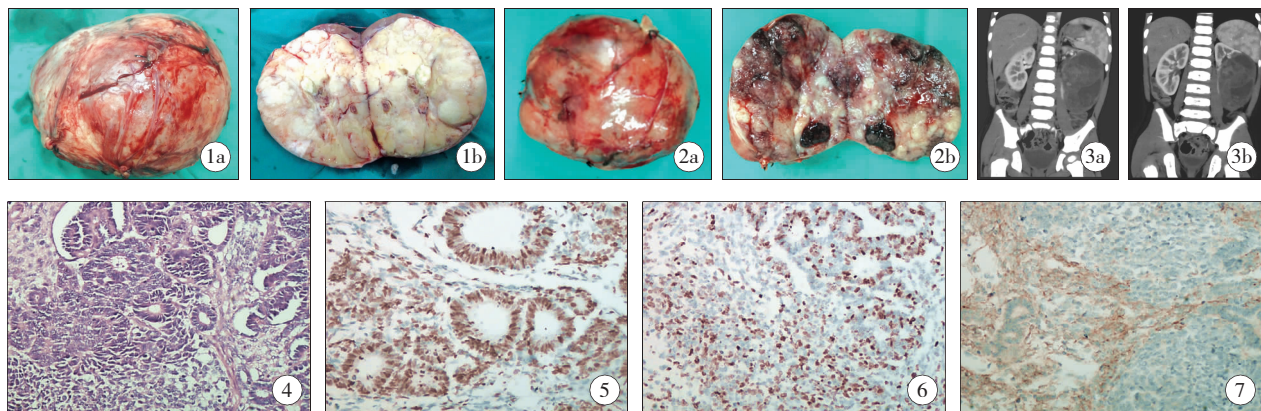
未做化疗直接手术切除的肾母细胞瘤的大体观和剖面观。直接手术切除的肾母细胞瘤,肿瘤组织体积较大,剖面观瘤体灰白,有明显结节状改变,1a,大体观及剖面观;图 2 术前化疗后手术的肾母细胞瘤的大体观和剖面观。术前化疗后手术的肾母细胞瘤,可见肿瘤组织比前明显缩小,剖面内有多处缺血坏死组织,2a 大体观;2b 剖面观;图 3 化疗前后肿瘤组织比较(CT)。化疗后可见肿瘤组织比前明显缩小,正常肾脏组织显影较前增多,3a 化疗前;3b 化疗后;图 4 HE 染色。图 5 密度评判:“2”超过 50% p53 染色阳性的肿瘤细胞;强度评判:“2”高强度。图 6 密度评判:“1” $5\% \sim 50\%$ p53 染色阳性的肿瘤细胞,强度评判:“1”中等强度。图 7 密度评判:“0” $<5\%$ p53 表达阳性的肿瘤细胞,强度评判:“0”代表染色弱或缺乏。
